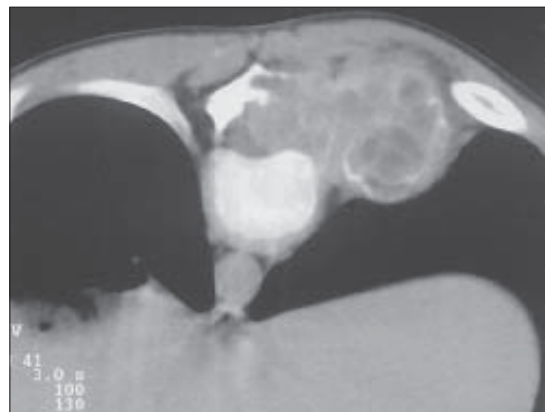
Neuroblastom. Secțiune CT postcontrast tardiv, în procubit. Masă tumorală situată în șanțul costovertebral drept, cu structură inomogenă, invazivă cu osteoliză de arc costal posterior și extensie extracanalară epidurală.
